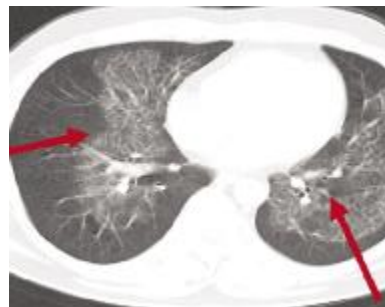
胸部 CT 片可见两肺弥漫性病变呈斑状, 大片状磨玻璃改变, 可见地图样改变及“铺路石征”
